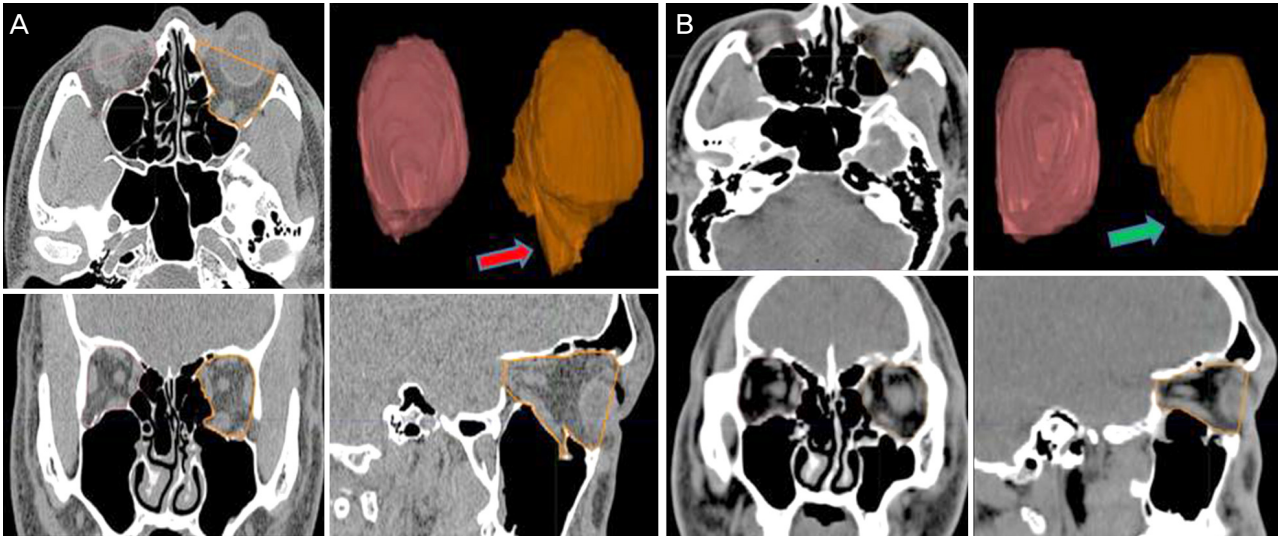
Example of an orbital volume measurement using the Eclipse Treatment Planning System. (A) Preoperative, (B) postoperative. Axial plane: the anterior orbital boundary was defined by a straight line connecting the medial and the lateral orbital rims, with the posterior limit being the orbital apex. Coronal plane: the anterior orbital boundary was defined as the CT slice in which 50% of the inferior orbital rim was visible, with the posterior limit being the orbital apex. Sagittal plane: the anterior orbital boundary was defined by a straight line connecting the superior and inferior orbital rims, with the posterior limit being the orbital apex. The areas of these outlines were measured on each scan and summed for orbital volume. A red arrow indicates the left inferior wall fracture and herniated orbital tissue before operation. A green arrow indicates the reconstructed left inferior wall fracture. The figure shows a reduction in the displaced orbital wall and herniated orbital tissue compared with the preoperative status. CT = computed tomography.
